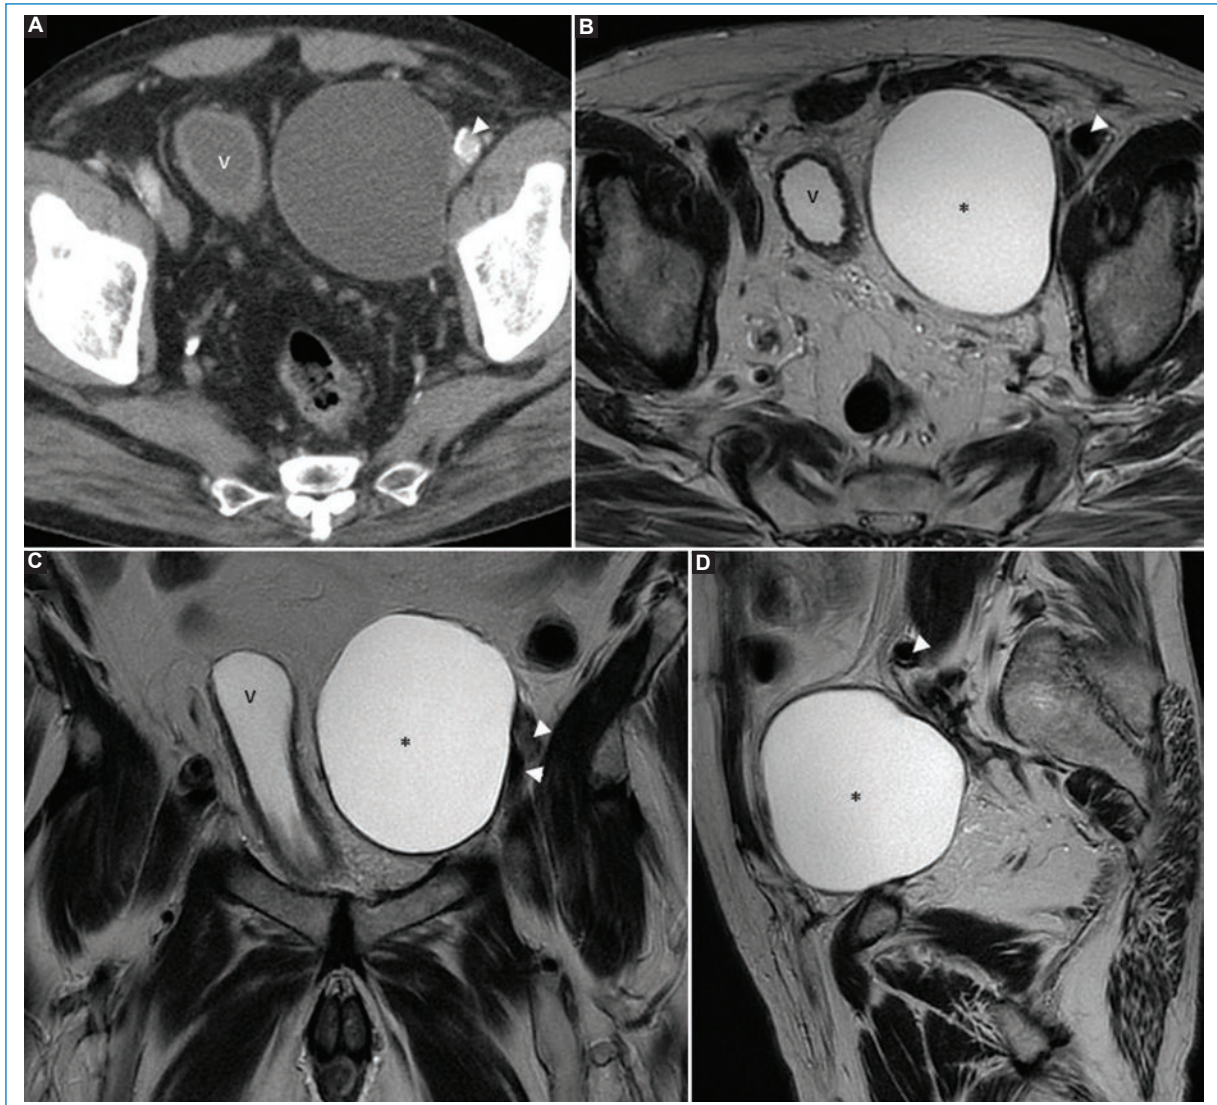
Linfocele. Varón de 65 años con adenocarcinoma de próstata tratado con prostatectomía radical y linfadenectomía ilioobturatriz. A: la TC abdominopélvica con contraste intravenoso muestra una lesión quística (asterisco) que se localiza medial a los vasos ilíacos externos (punta de flecha). En la RM pélvica, en las secuencias T2 axial (B), coronal (C) y sagital (D) es hiperintensa.
